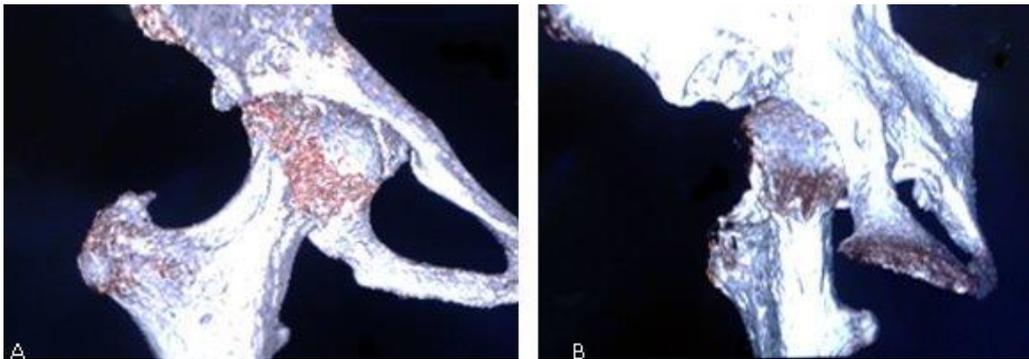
Tomografía axial computarizada de la cadera derecha con técnica de reconstrucción que muestra deformidad, asimetría y erosión de la cabeza femoral, así como estrechamiento del cuello femoral. A) Plano frontal, B) Plano lateral.
